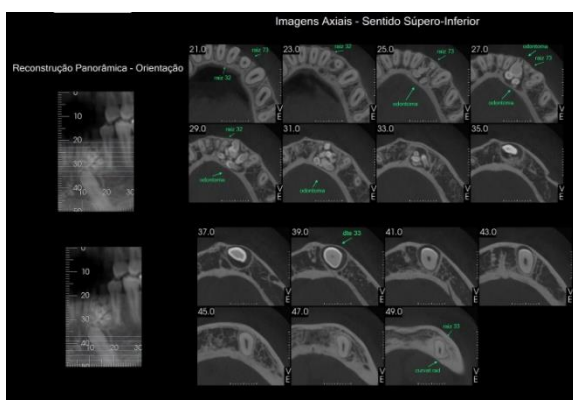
Tomografia computadorizada evidenciando o posicionamento do dente impactado e da lesão.
